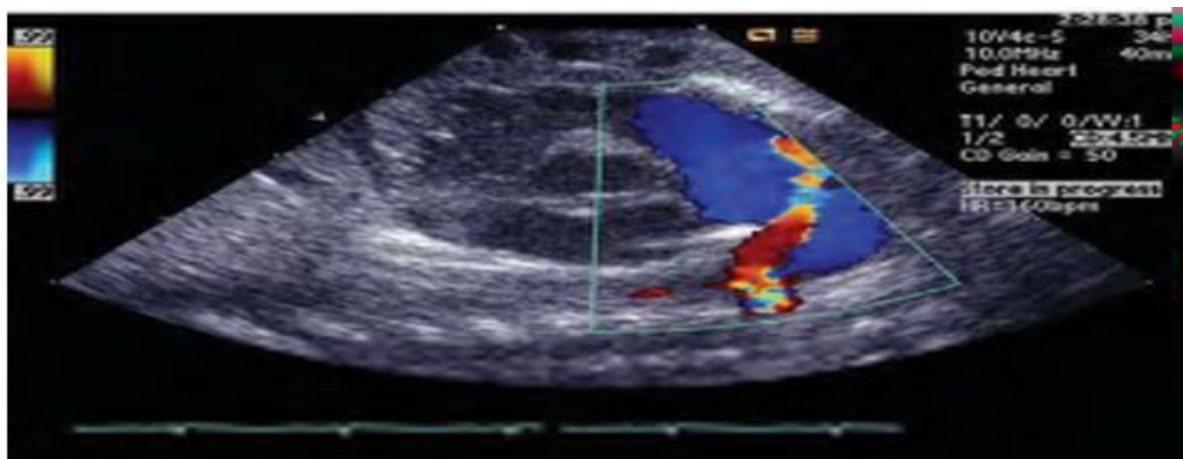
image échographique d'une PCA. L'image est une coupe para sternale montrant la direction du flux artériel du canal artériel (en rouge) allant vers l'artère proximale gauche (en bleu) [49].
